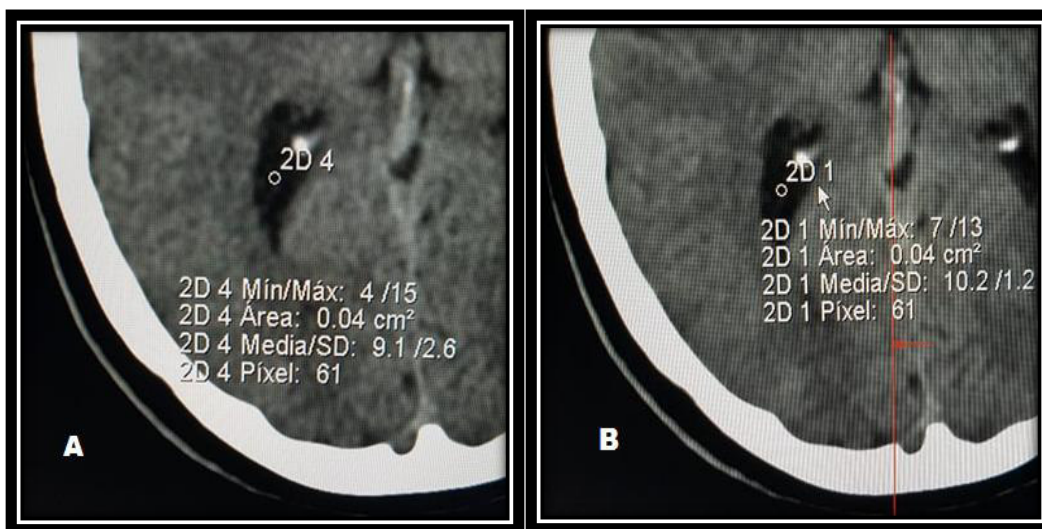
Corte axial de tomografía cerebral simple de una mujer de 23 años con reconstrucción FBP (A) e IRIS (B) en la que vemos un ROI posicionado en LCR de los ventriculos laterales, se aprecia que hay más ruido por FBP.
